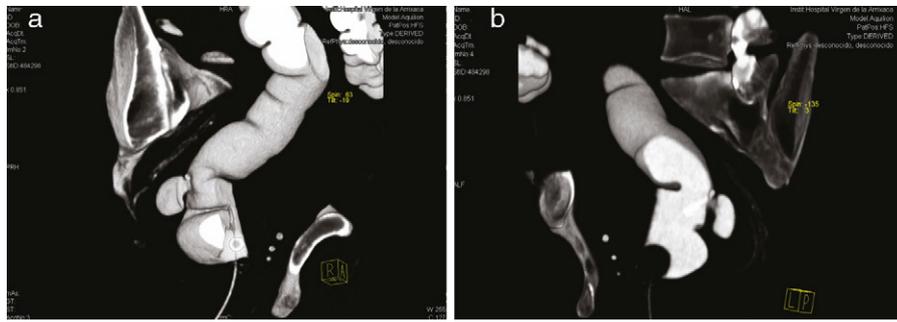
a) y b) imágenes de TC en las que se observa divertículo solitario de 3 cm en cara posterior de recto.
